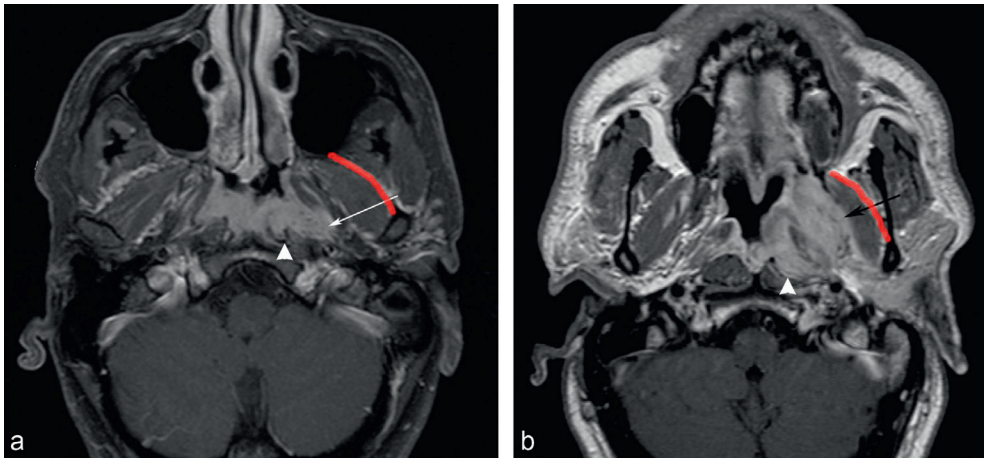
Tumeurs du nasopharynx classées T2 Carcinomes indifférenciés du nasopharynx avec extension parapharyngée gauche (flèches) et extension aux muscles longs du cou du même côté (têtes de flèches), correspondant à une classification T2 de la 8^e édition de la classification TNM. (a, b) Coupes IRM axiales T1 avec injection intraveineuses de chélate de gadolinium : le bord latéral du muscle ptérygoïdien latéral n'est pas franchi (ligne rouge).
